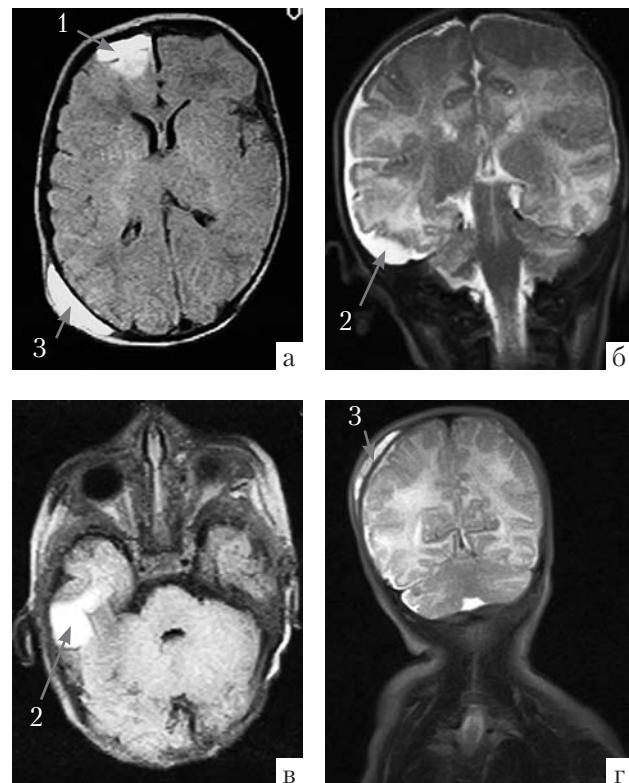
МРТ головного мозга новорожденной девочки П.А. на 17-й день жизни: а, в — МР изображения головного мозга в Т1 ВИ; б, г — изображения головного мозга в Т2 ВИ; 1 — паренхиматозное кровоизлияние в правую лобную долю; 2 — эпидурально-паренхиматозное кровоизлияние в правую височную долю; 3 — кефалогематома правой теменной области
